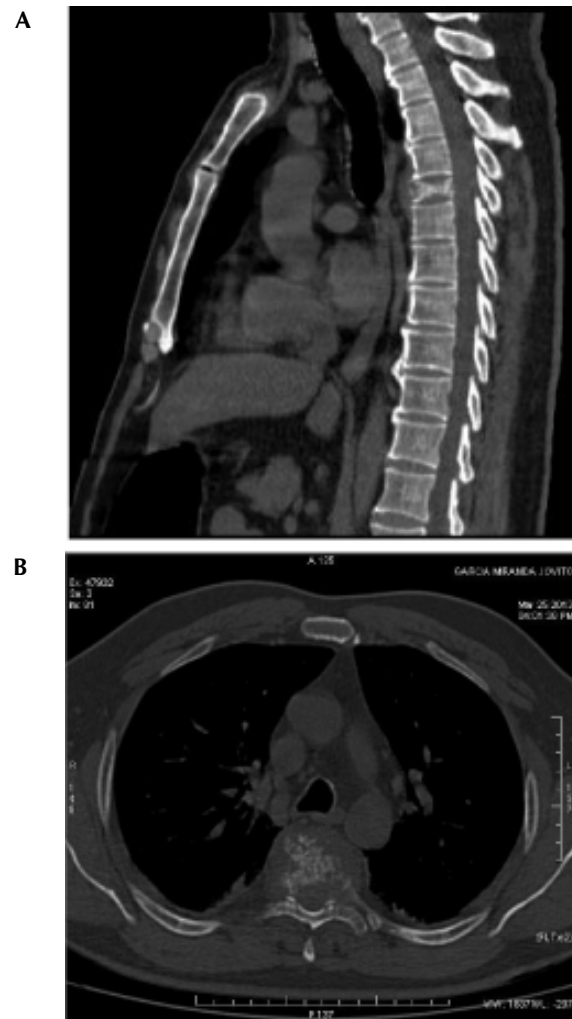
A. TAC tumoración T4. B. TAC destrucción vertebral T4.
